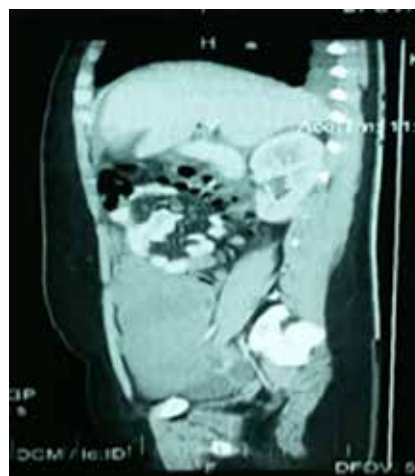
Tomografía abdominopélvica.
